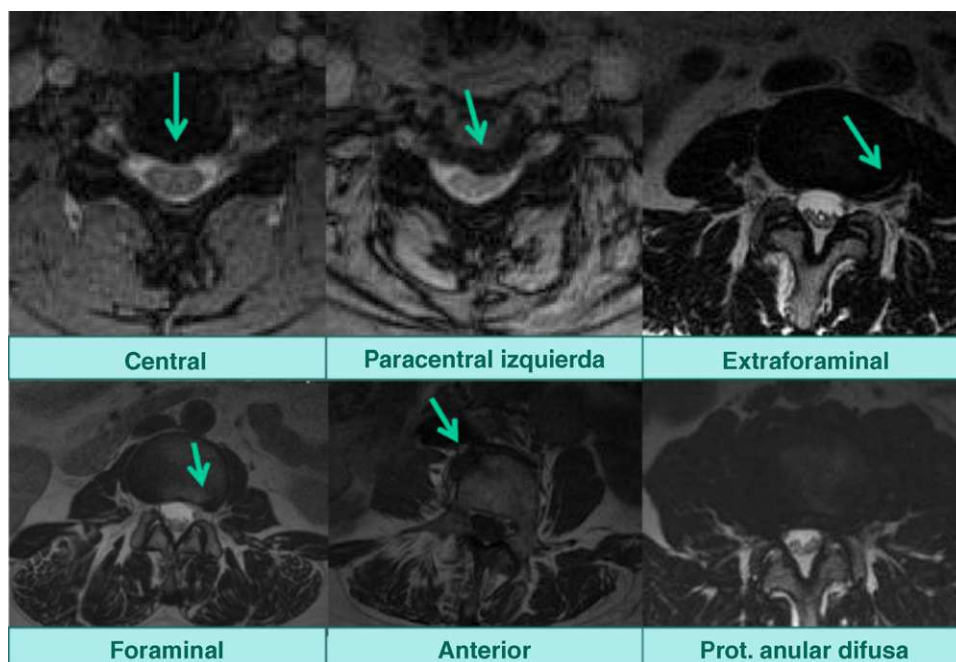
Resonancia magnética. Tipos de hernias según su localización. Prot.: Protrusión.
